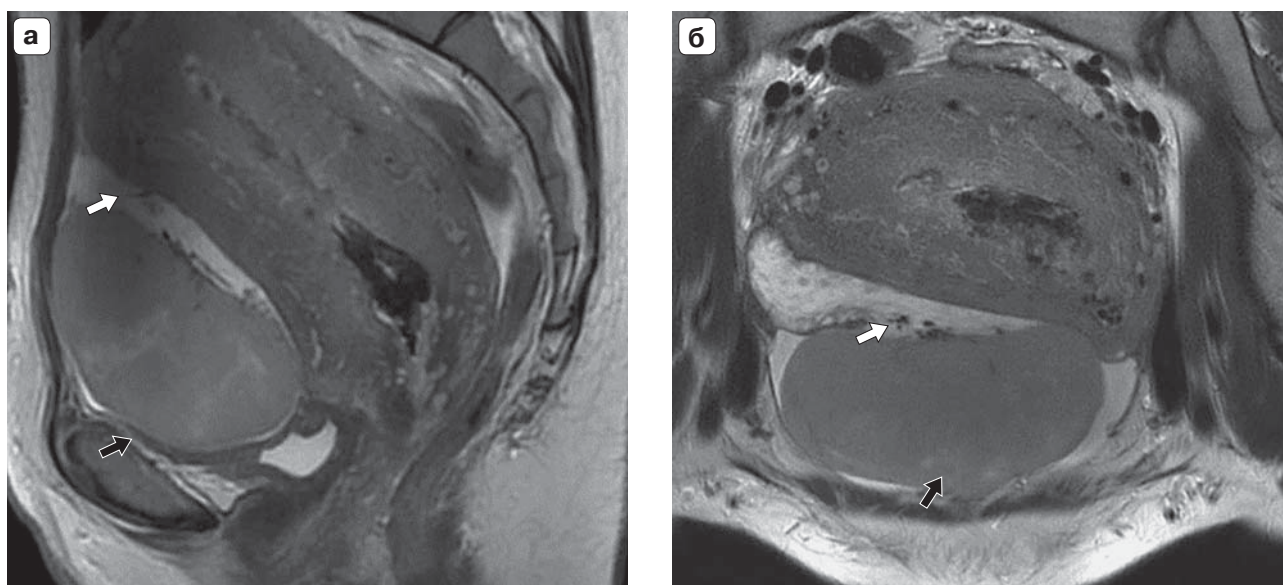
МРТ органов малого таза, анатомические Т2-взвешенные изображения. а – на Т2ВИ в сагиттальной проекции; б – Т2ВИ в коронарной проекции в передних отделах тазовой полости определяется солидное образование (белая стрелка), исходящее из нижнего полюса правого яичника (черная стрелка), без кистозных компонентов, включений жира или крови в структуре; хорошо развита питающая сосудистая ножка опухоли. Строма правого яичника отечна. Изменения матки соответствуют раннему послеродовому периоду.
